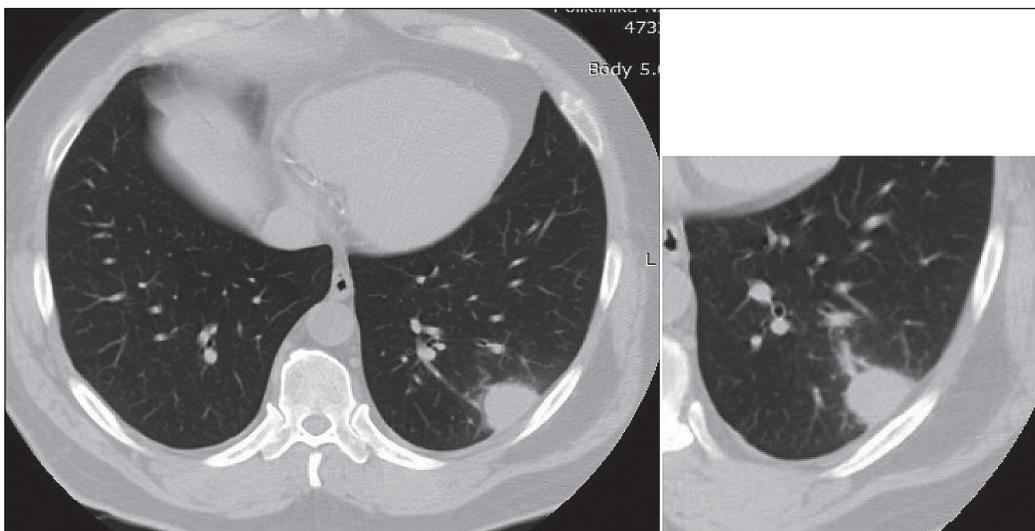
КТ органов грудной клетки. В субплевральных отделах S9 нижней доли левого лёгкого определяется узел 3,3×3,2×3,0 см, круглой формы с нечётким контуром. Стенки субсегментарного бронха, прилежащие к узлу, утолщены
